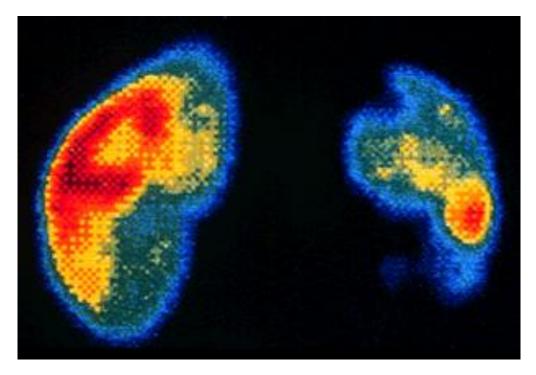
Нефросцинтиграфия с 99Tc DMSA. Острый пиелонефрит правой почки. Видны большие дефекты в верхнем и нижнем полюсах (на снимке справа). Также можно заметить небольшие дефекты в обоих полюсах левой почки. Таким образом, клинически правосторонний пиелонефрит на самом деле двухсторонний. (Из: UpToDate Version 17.2)
